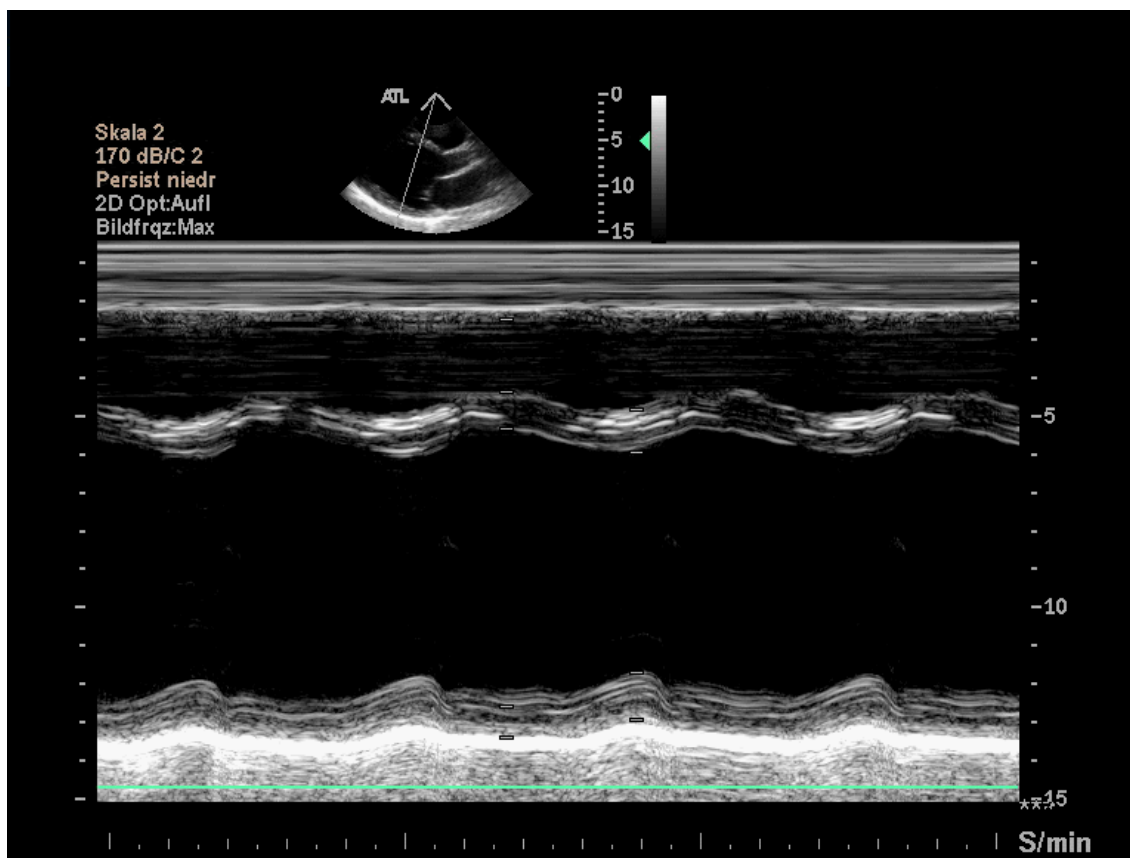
Echokardiographie M-Mode LV eines Patienten mit DCMP
